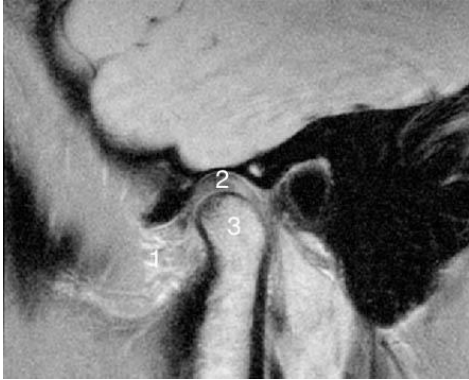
МРТ ВНЧС до начала лечения
